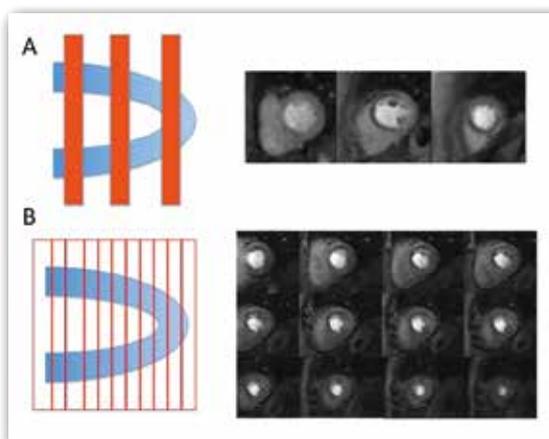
A). Séquence classique de perfusion myocardique en 3 coupes. B). Nouvelle séquence de perfusion myocardique couvrant l'ensemble du myocarde (Dynamic 3-Dimensional Whole Heart Magnetic Resonance Myocardial Perfusion Imaging)
